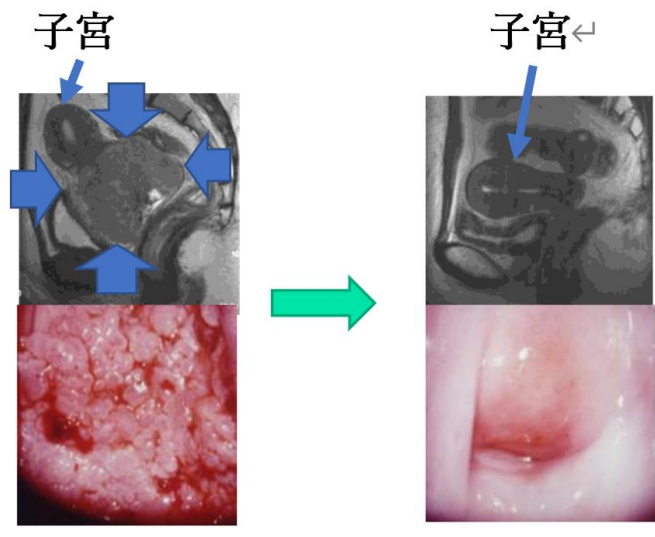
化学放射線療法の前後。左右の上は MRI 画像。青い短い矢印で囲まれた巨大な頸癌が診られます。子宮は腫瘍に押されて頭腹側に偏位しています。
